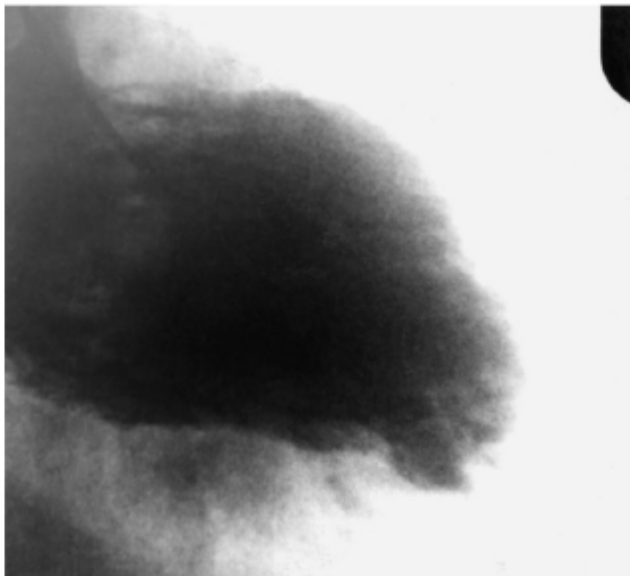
Infarto agudo do miocárdio (aneurisma ventricular). A. O ecocardiograma evidencia uma dilatação aneurismática na região anteroapical de ventrículo esquerdo. Observou-se discinesia na mesma região. B. Observa-se movimento paradoxal na sístole ventricular. A cinecoronariografia mostra lesões estenóticas na circunflexa, na diagonal e na descendente anterior (*setas*).
